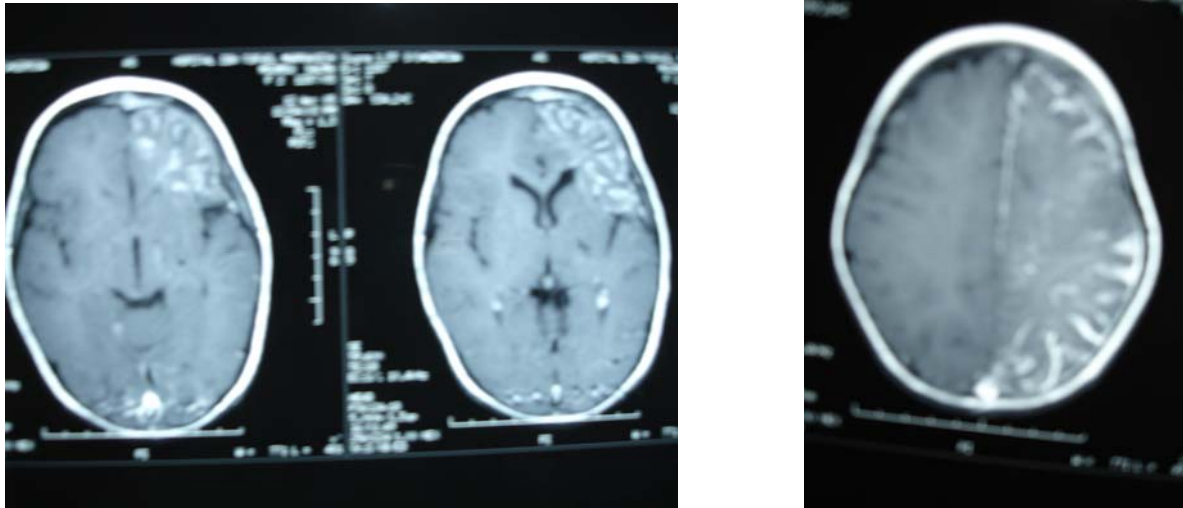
IRM en coupe axiale T1 avec injection : angiome leptoméningé fronto–pariéto–occipital gauche et angiome du plexus choroïde homolatéral.
